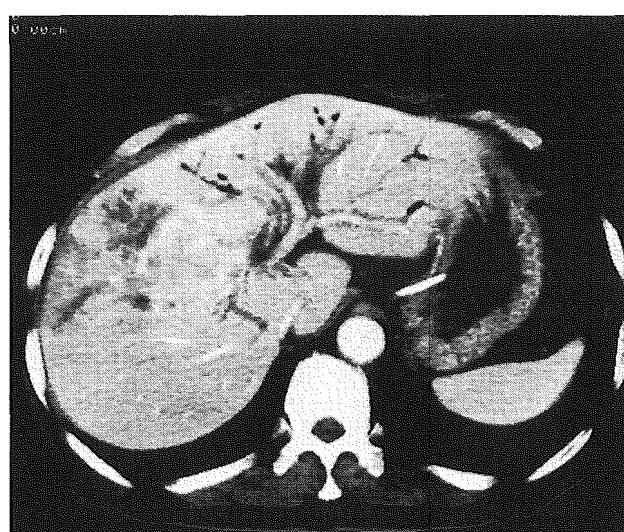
CT 両側肝内胆管の拡張とS 5～8に血流障害を伴う約40mm大のmass lesion認めた。
